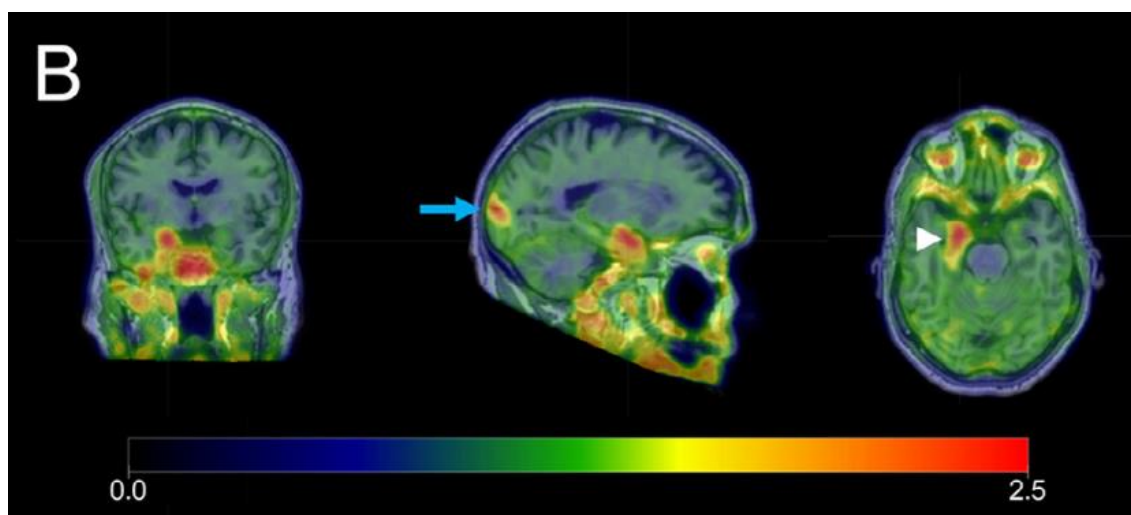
Cortes coronal, sagital e axial de PET-¹⁸F-MK-6240 efetuada num voluntário de 67 anos de idade com MCI. A sobreposição com imagem de RM T1 demonstra captação anormal do radiofármaco nomeadamente, captação focal no córtex entorrinal direito e hipocampo anterior (assinalado pela seta branca). Adicionalmente é possível observar captação focal numa pequena área no lobo occipital direito (seta azul) que é consistente com um exame positivo para a presença da p-tau. Obtido de 67
